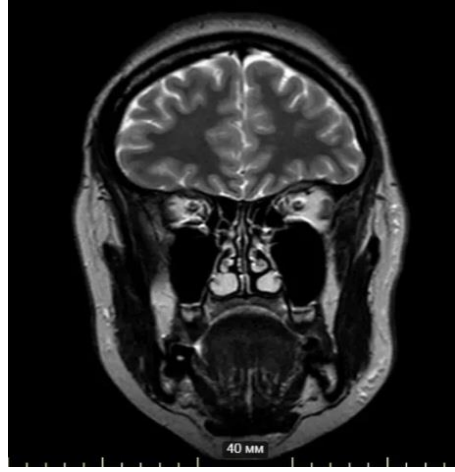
МРТ параназальних синусів, фронтальна проекція (гайморові пазухи вільні)
